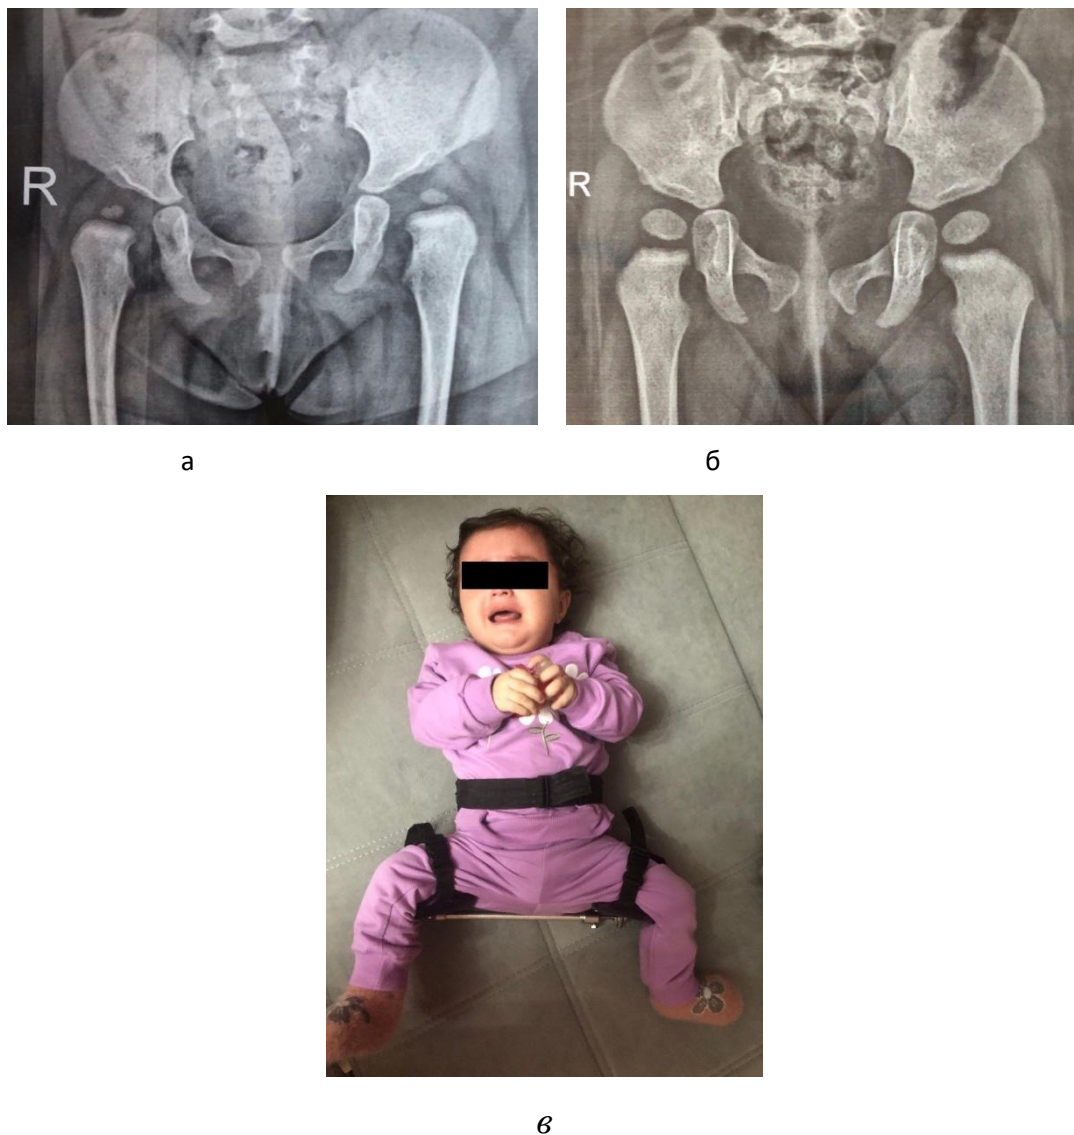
Пример лечения динамической шиной с дистрактором с хорошим результатом. Обозначения: а – рентгенограмма до лечения – определяется двухсторонний вывих; б - – рентгенограмма после лечения – определяется правильное формирование элементов тазобедренного сустава; в – фото больной в динамической шине с дистрактором.
